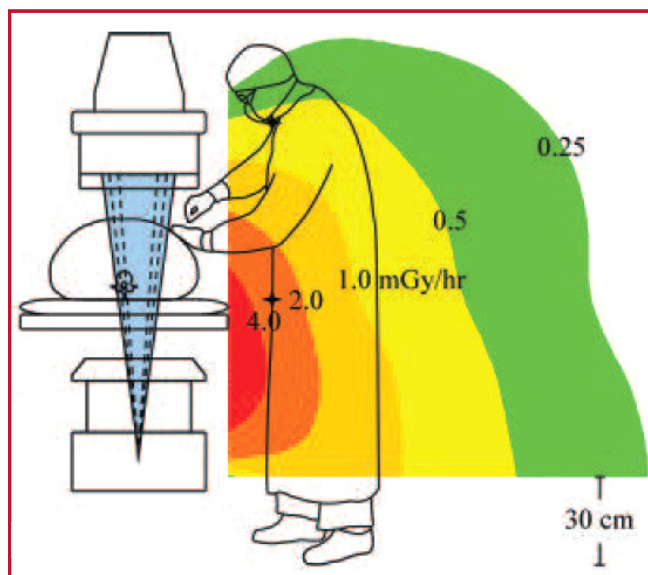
Isodoses dans une salle de radiologie interventionnelle d'après B.A. Sohueler et al. (2006) Radiographie 26, 1533-1541.*
